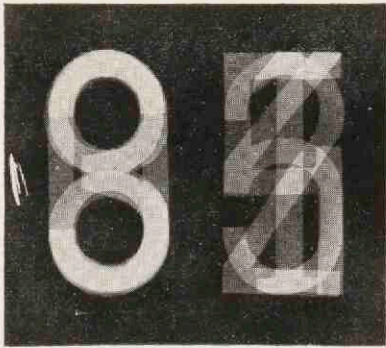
Röntgenogram van op elkaar liggende metalen cijfers.
